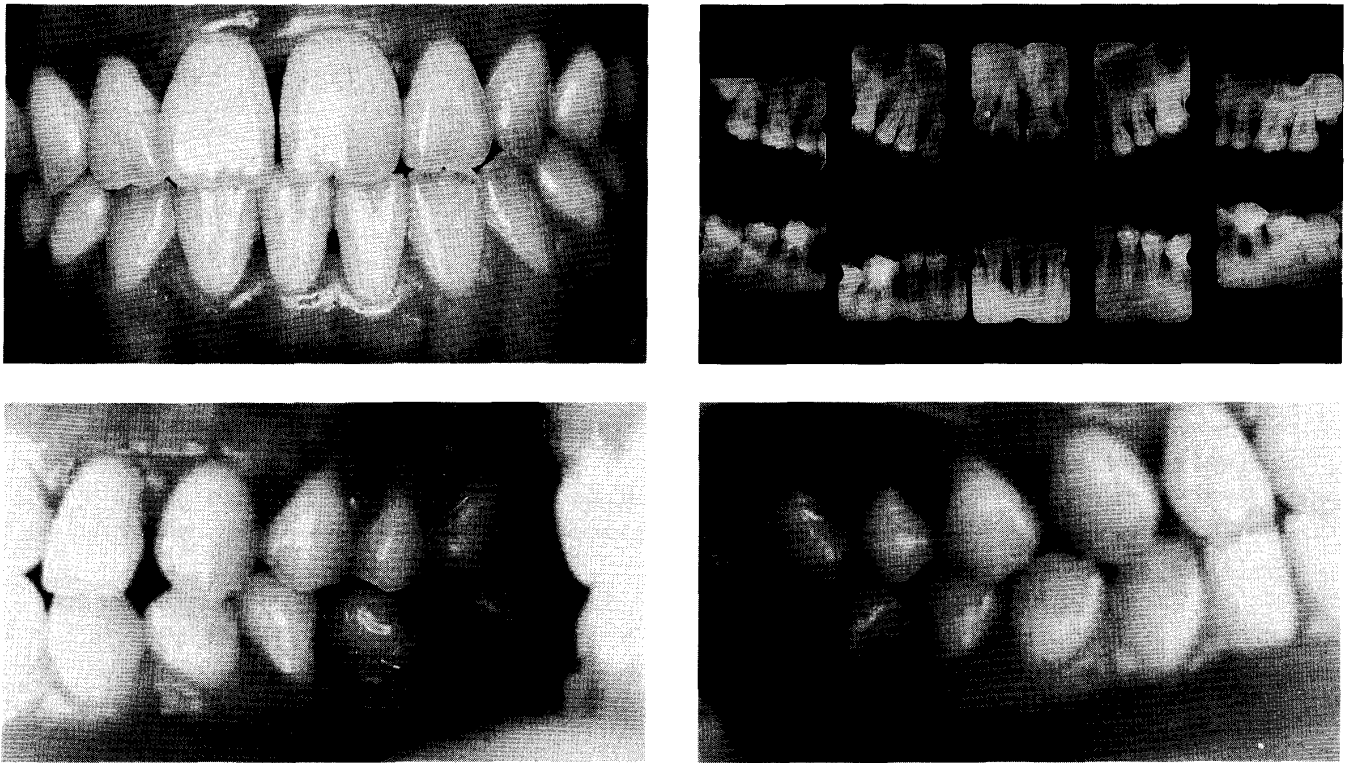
Clinical status and dental radiographs prior to periodontal therapy of a 20-year-old female patient with juvenile periodontitis.
